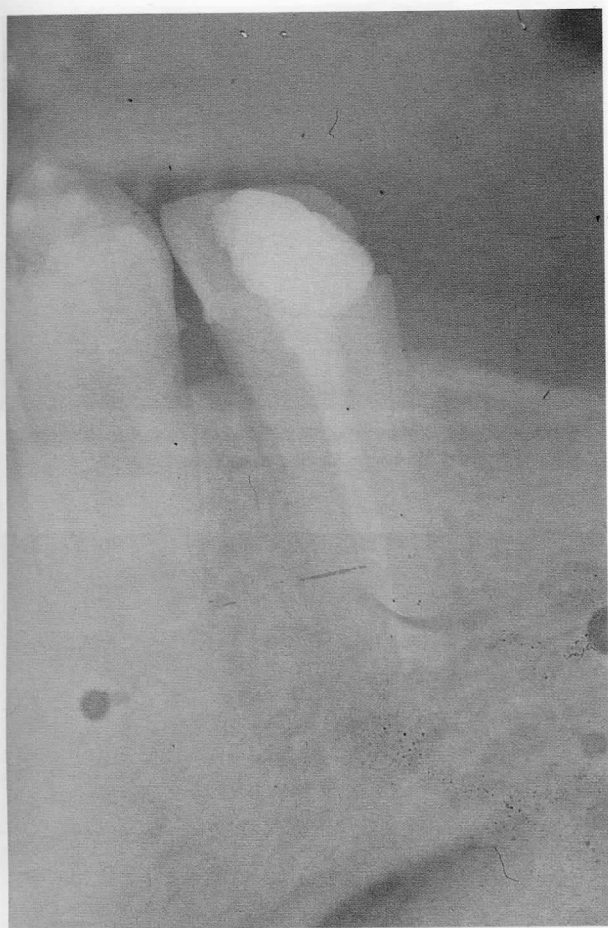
Caso clínico n° 1. Radiografía postendodóntica y previa a la restauración de un premolar inferior izquierdo (diente 35).
